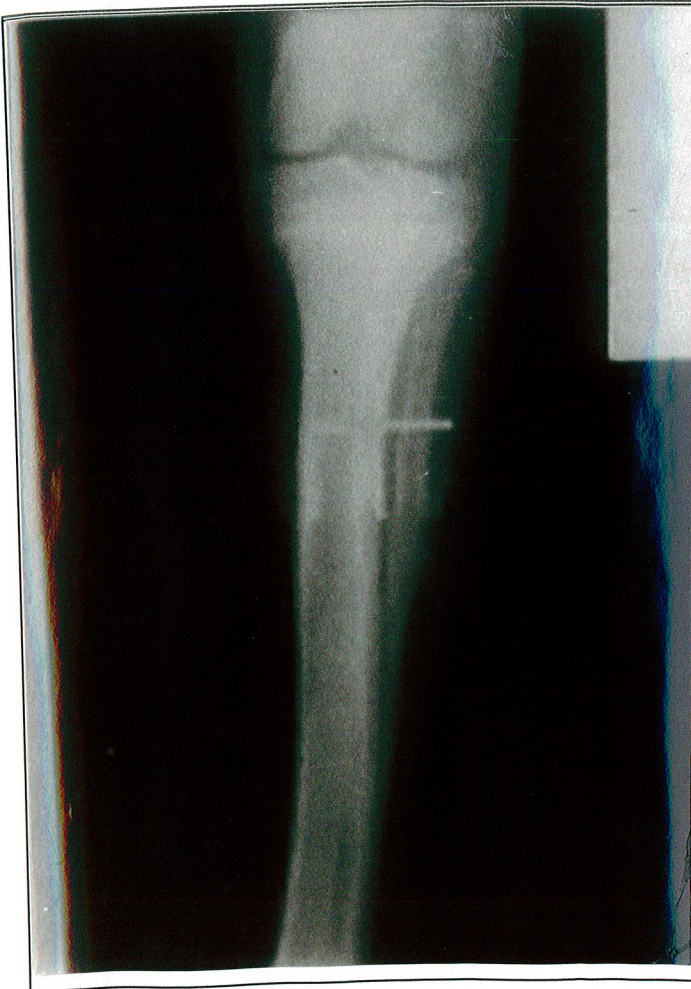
6 nolu deneğin sol krurisinin 4. haftadaki AP grafisi (xenogreft )
